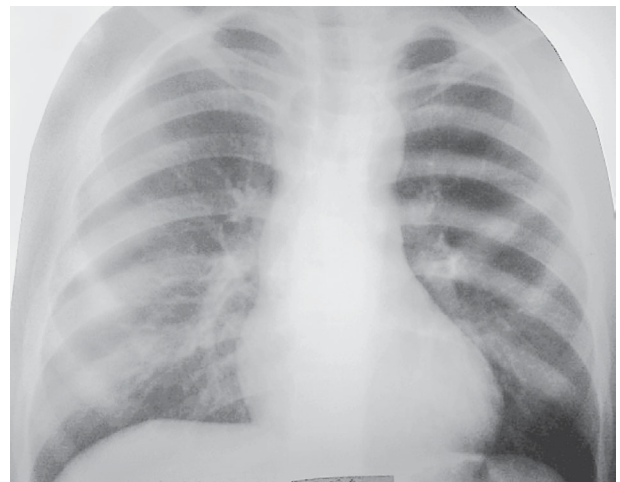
Рентгенограма органів грудної клітки при коарктації аорти
